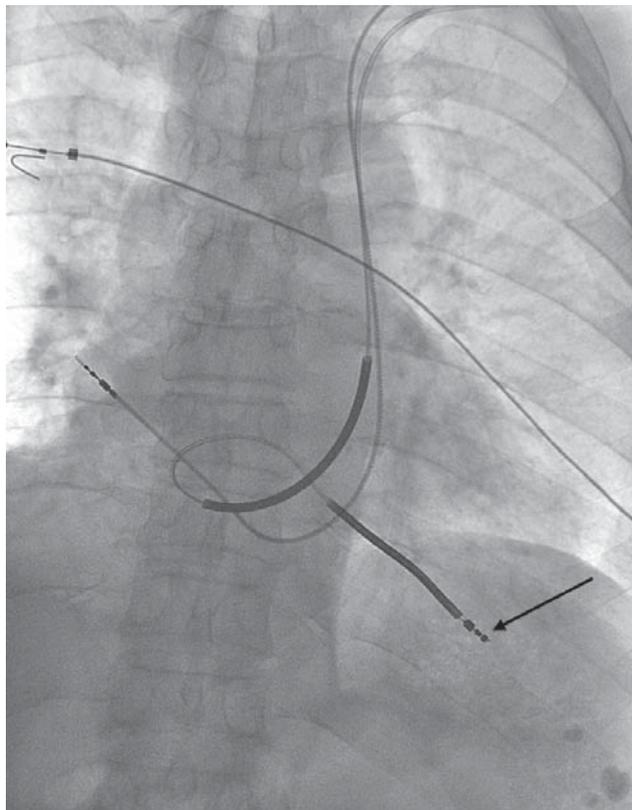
Рентгенограмма органов грудной клетки (прямая проекция) пациента Б., 60 лет, с диагнозом: Пароксизмальная желудочковая тахикардия. Добавочная верхняя полая вена, впадающая в коронарный синус. Имплантация ИКД. Подострая перфорация миокарда правожелудочковым электродом. Стрелкой обозначено экстракардиальное расположение кончика электрода.
